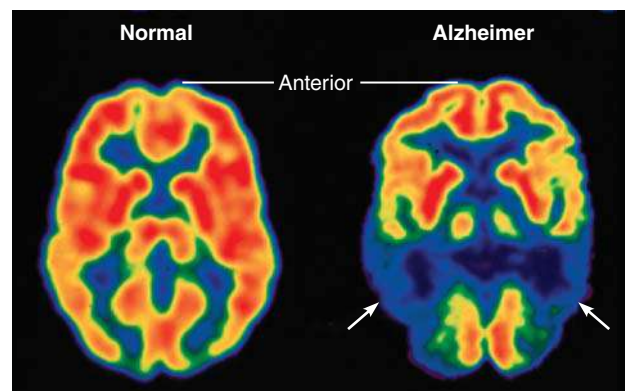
Diferenças na atividade cerebral com a doença de Alzheimer. Varredura PET de um indivíduo normal à esquerda e de um paciente com doença de Alzheimer à direita. Vermelho e amarelo indicam níveis mais elevados de metabolismo da glicose, portanto, alta atividade neural. Os déficits metabólicos no córtex parietal são indicados pelas setas na varredura do paciente de Alzheimer.
